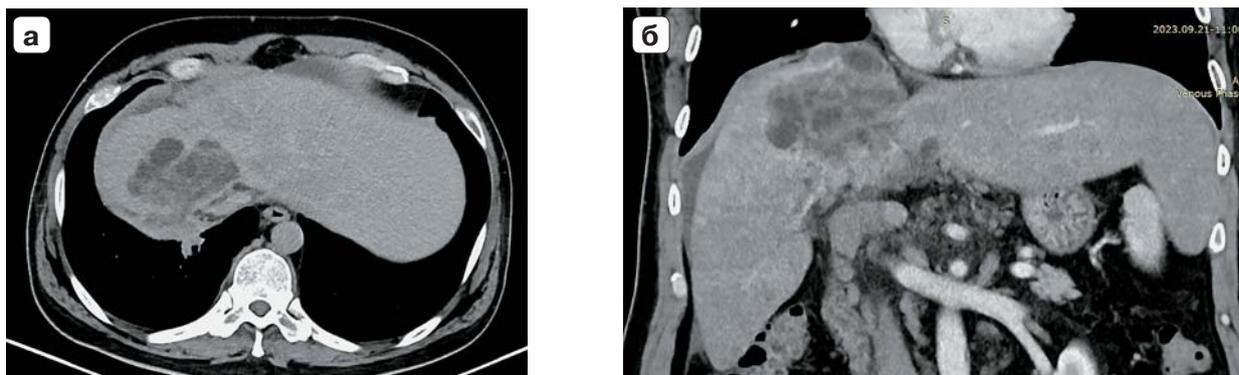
Компьютерные томограммы. Эхинококкоз печени: а – до ЭЭ; б – осложненная ОП через 2 мес после операции.
